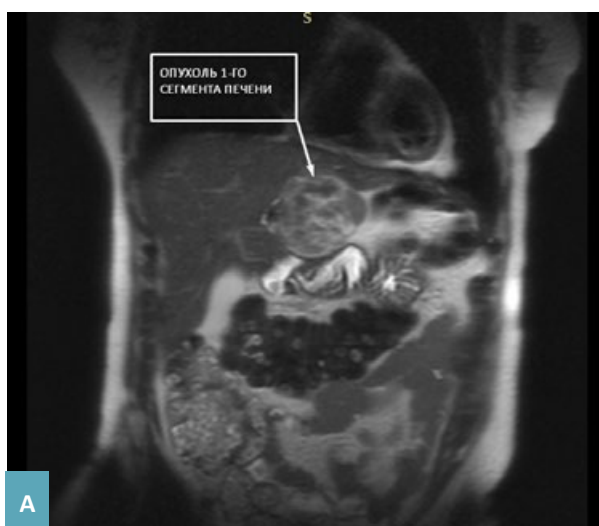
МРТ брюшной полости и объёмного образования по нижнему контуру левой доли печени на МР томографе Siemens symphony 1,5 Тл. А – режим T2 haste cor mbh, В – режим T2 trufi cor fs bh, С – режим T1 vibe fs tra bh.
